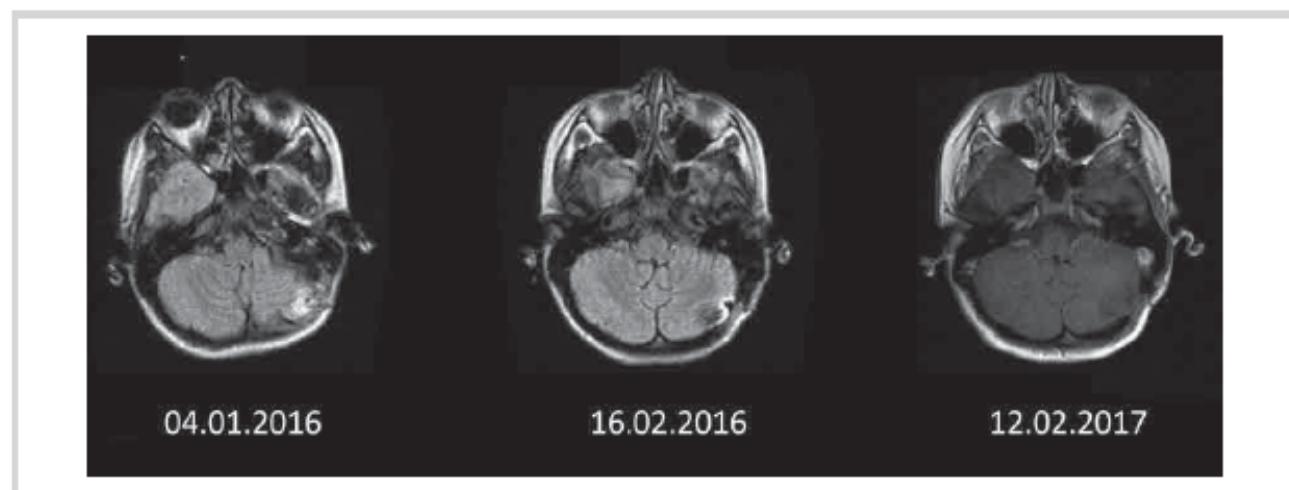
МРТ ГМ больной в контрольные даты обследования после трансплантатэктомии и отмены ИСТ.
